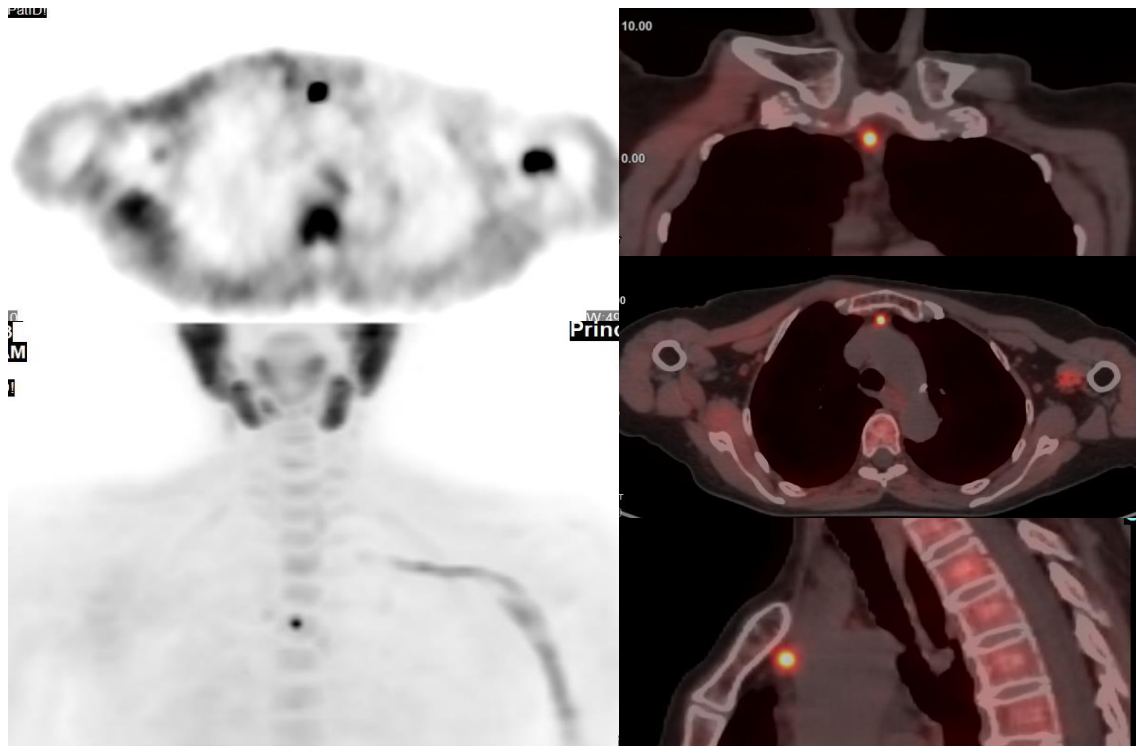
Estudio PET-CT Colina en el que se evidencia tejido paratiroideo hipercaptante ectópico posterior al mango esternal y anterior al cayado aórtico.
